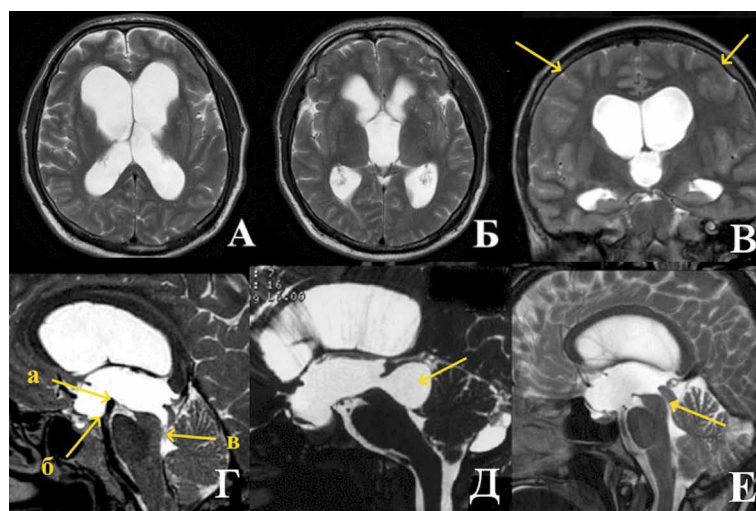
Общие характеристики МРТ головного мозга пациентов с идиопатической обструкцией водопровода мозга до операции.
